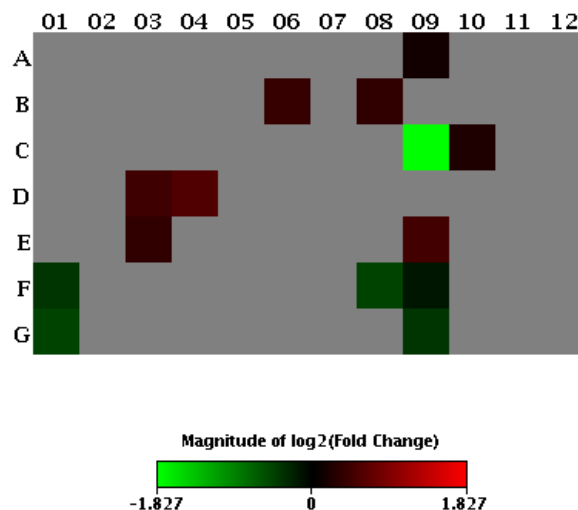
Mapa de calor da expressão gênica da cicatrização do GC+ *versus* GQ-, de CT de queratinócitos (n=10).
